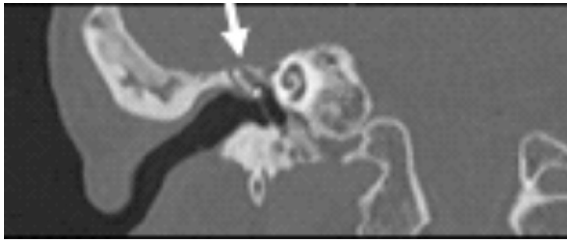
Olgunun preoperatif attik kavite inferior düzeyinden geçen aksiyal plan BT kesiti
